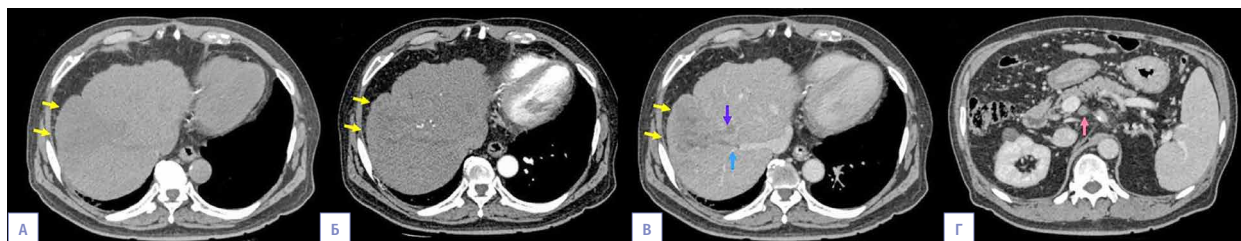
Компьютерная томография печени на 18-е сутки. Опухоль достигает размеров 75 × 67 мм (желтые стрелки), сохраняется опухолевый тромбоз правой печеночной вены (синяя стрелка) и передней ветви воротной вены (фиолетовая стрелка) (А–В). Визуализируется вновь возникший солитарный увеличенный лимфатический узел позади ствола воротной вены (розовая стрелка) (Г). А – нативная фаза; Б – артериальная фаза; В – венозная фаза, Г – равновесная/переходная фаза.
